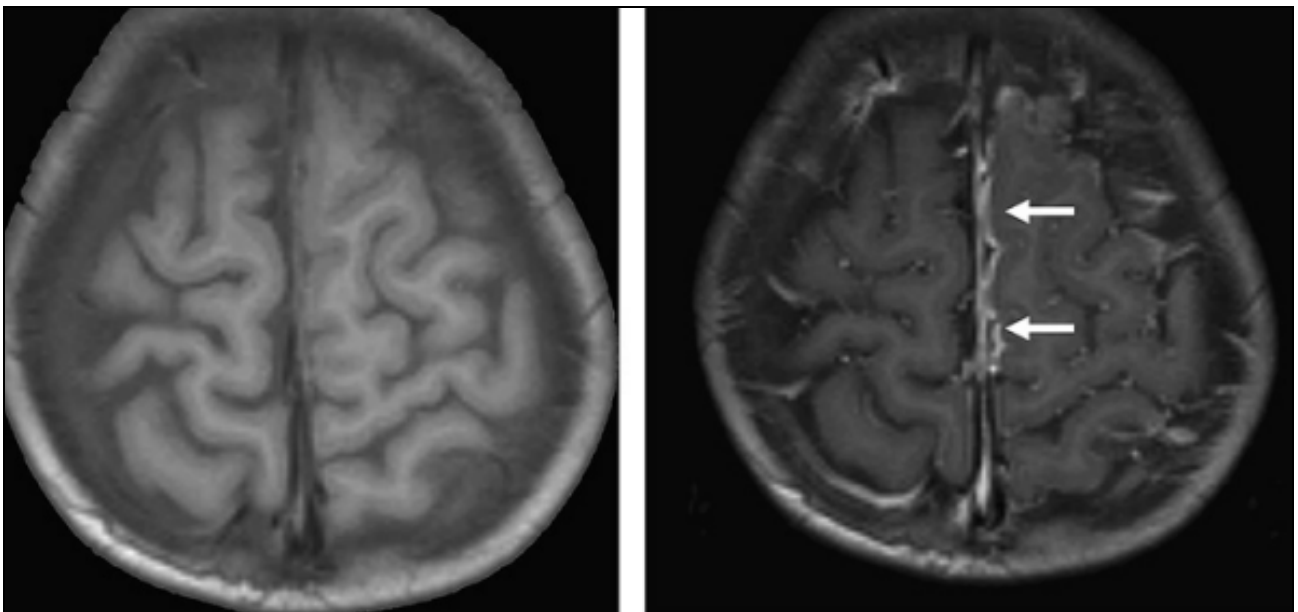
Coupes axiales d'IRM cérébrale en séquence T1 sans injection du Gadolinium (Gauche) puis après injection du Gadolinium (Droite), montrant une prise de contraste homogène sur le trajet de la faux du cerveau en faveur d'un Empyème sous-dural (89).
